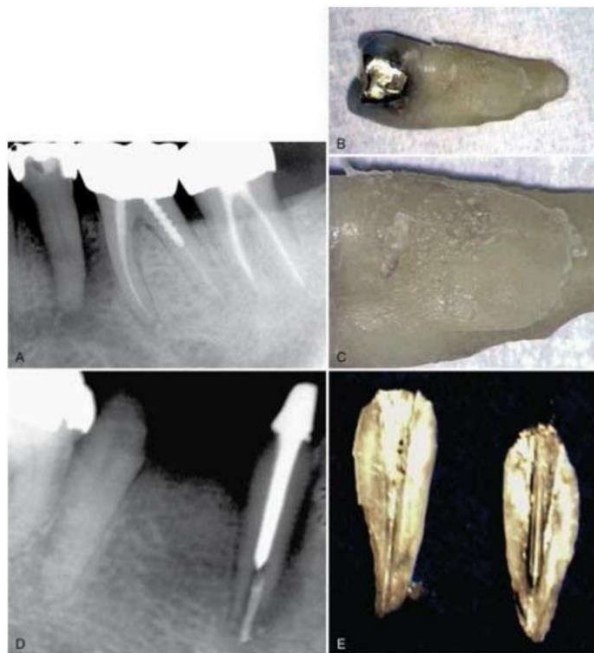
Poorly fitting intracoronal restorations can place stresses within the tooth that can cause a vertical root fracture. A, This radiograph of a mandibular second premolar (with a gold inlay) reveals extensive periapical and periradicular bone loss, especially on the distal aspect. B, The tooth pulp tested nonvital, and there was an associated 12-mm-deep, narrow, isolated periodontal pocket on the buccal aspect of the tooth. After the tooth was extracted, the distal aspect was examined. C, On magnification ($\times 16$) the distal aspect of the root revealed an oblique vertical root fracture. Similarly, the placement of an ill-fitting post may exert intraradicular stresses on a root that can cause a fracture to occur vertically. D, This radiograph depicts a symmetrical space between the obturation and the canal wall, suggesting a vertical root fracture. E, After the tooth is extracted, the root fracture can be easily observed.
